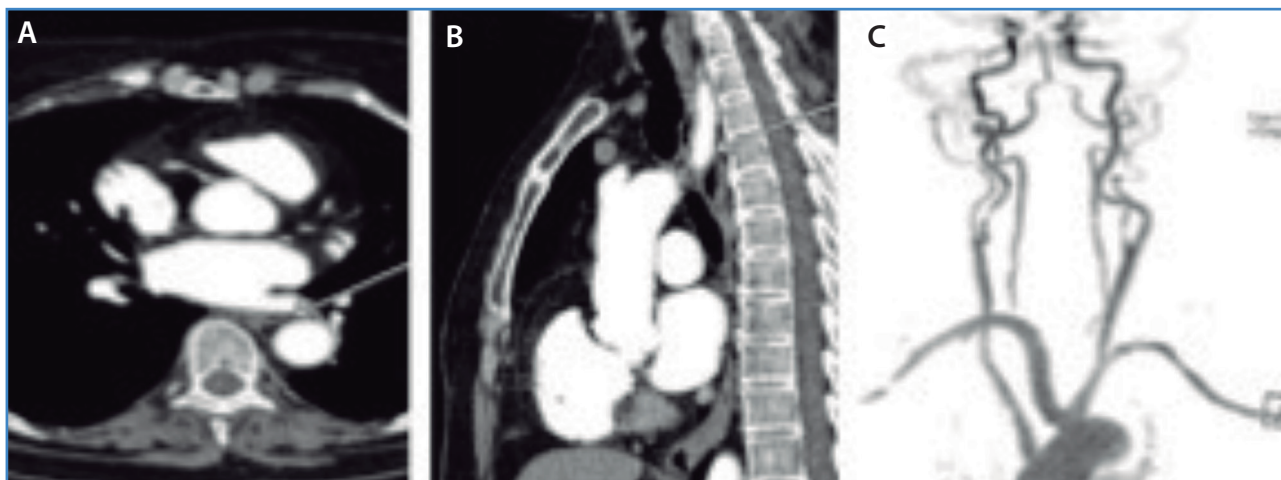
Imágenes transversal (A) y sagital (B) de TAC que muestran la arteria subclavia aberrante que provoca compresión del esófago (flecha). Estenosis moderada asintomática de la carótida interna izquierda (C).
